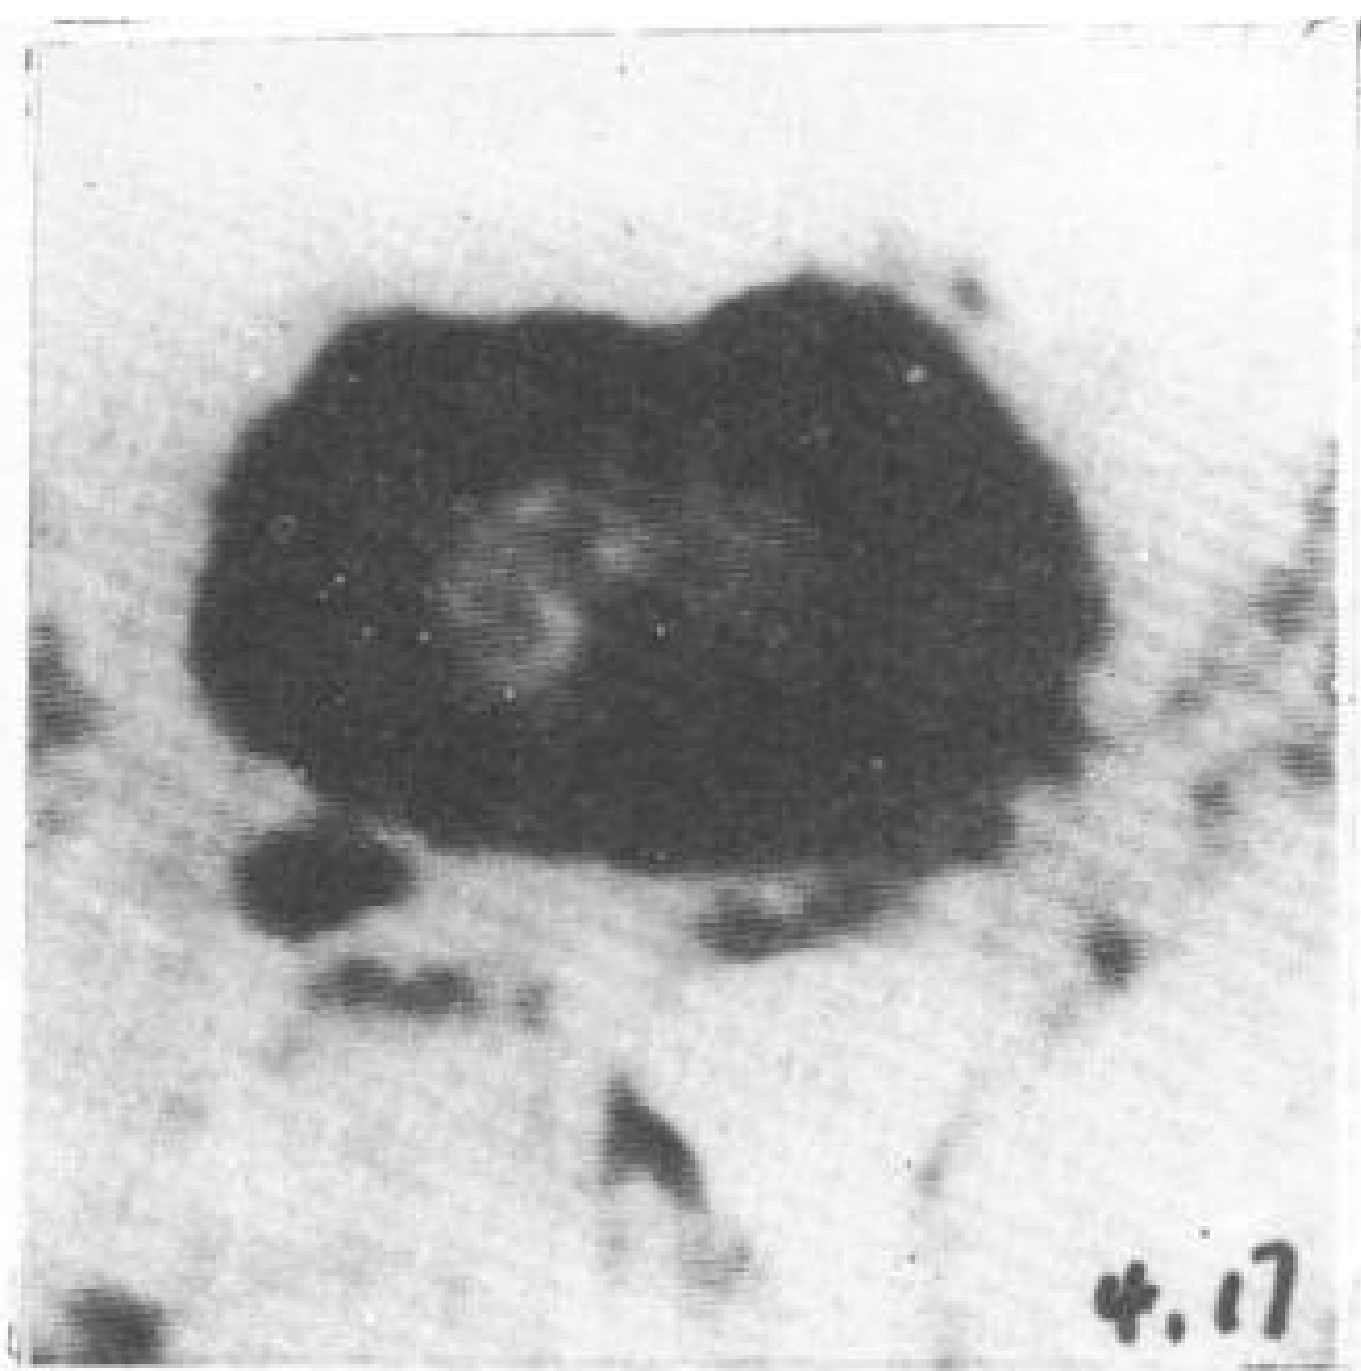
用 GE9800 CT 机未作增强的扫描，获得脊髓横断象。中间为灰质，周围为白质。
